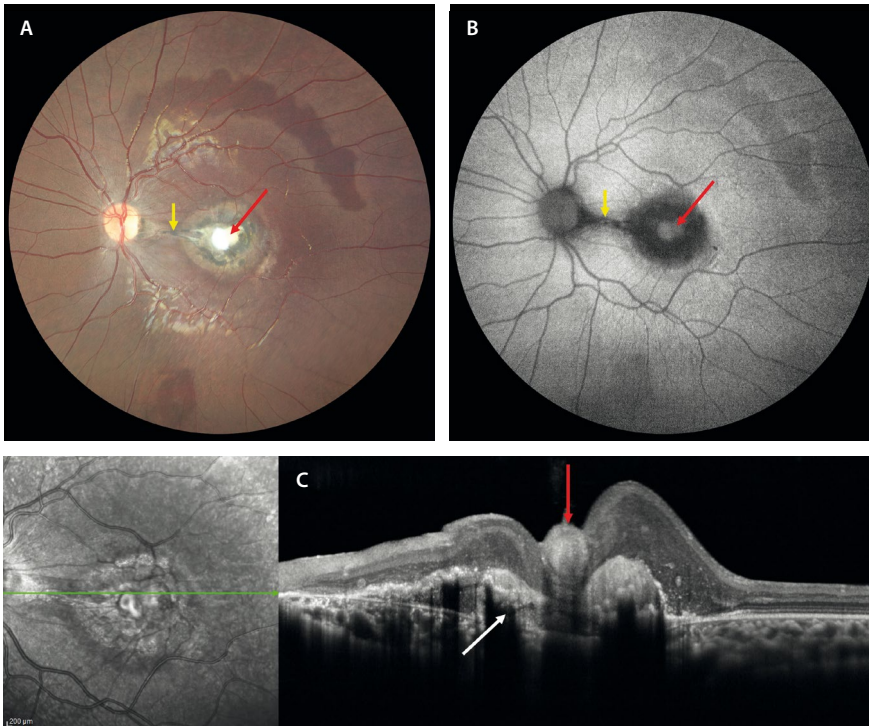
Toxocariasis ocular. A) La retinografía muestra un granuloma en el polo posterior con cambios gliales centrales (flecha roja) y cambios pigmentarios alrededor. Se puede observar una banda fibrosa (flecha amarilla) que va de la lesión al nervio óptico. B) En la autofluorescencia, la lesión se ve mayoritariamente hipoautofluorescente (flecha amarilla) con cambios hiperautofluorescentes (flecha roja) en la zona de gliosis. C) La tomografía de coherencia óptica demuestra una lesión subretiniana con cambios de hiperplasia del epitelio pigmentario de la retina (flecha blanca) y fibrosis prerretiniana (flecha roja).
